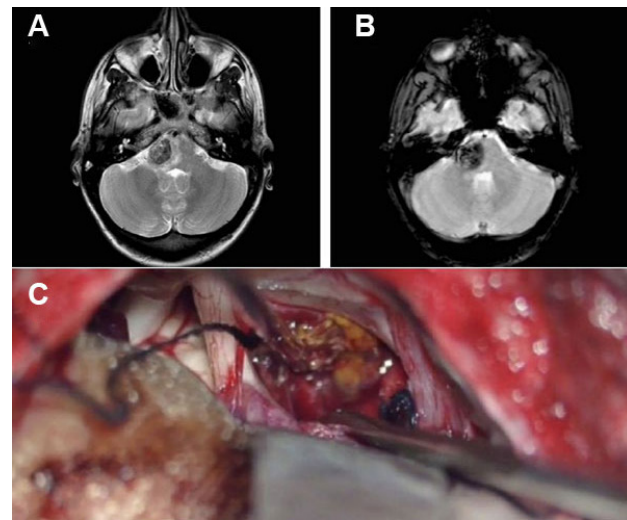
Ilustración caso 2. A) RM secuencia T2 axial evidenciando cavernoma protuberancial derecho con expresión pial. B) Secuencia SWAN. C) Imagen intraoperatoria.
